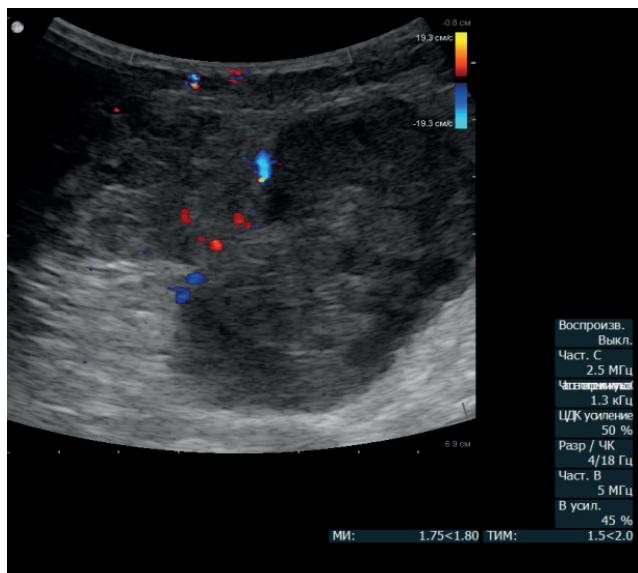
УЗИ образования в молочной железе (динамика через 4 года от момента выявления).
